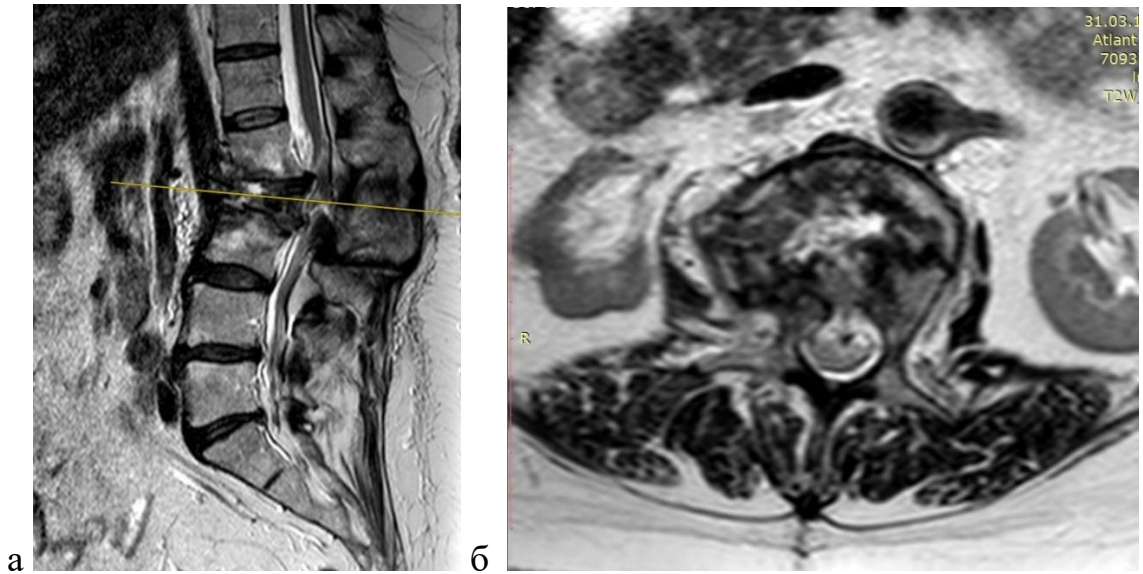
МРТ пациентки Г., 56 лет до операции: а – МРТ до операции в сагиттальном срезе; б – МРТ до операции в аксиальном срезе.
